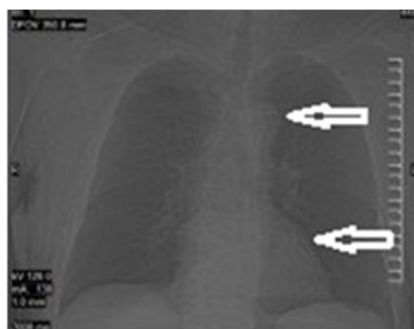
TAC simple de tórax anteroposterior. Se observa gas libre en el mediastino.
